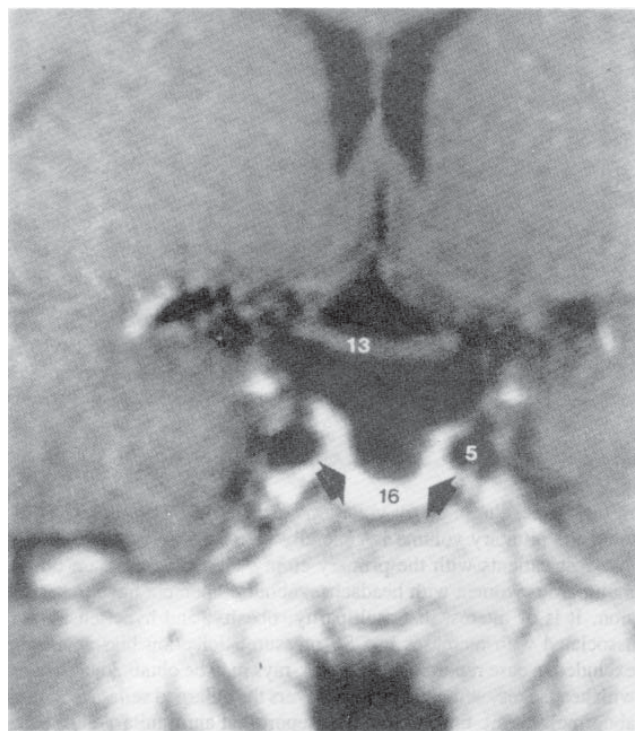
Șaua goală. RMN coronală cu substanță de contrast la nivelul regiunii hipofizare demonstrează o lărgire a șei turcești (*săgeți*) cu creșterea țesutului hipofizar normal (16) dispus inferior. Chiasma optică este notată cu (13) și artera carotidă intracavernosă cu (5) (După DJ Quint, 1992)
